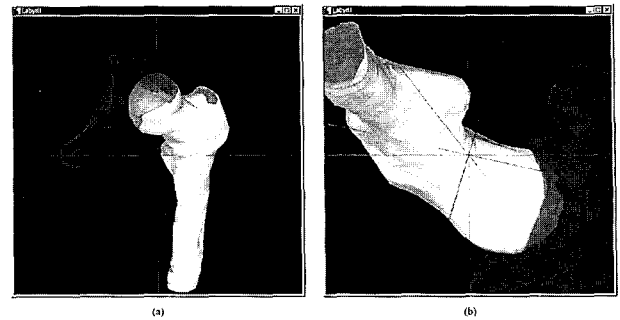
CT-image의 3d 형상 재구성 결과물
